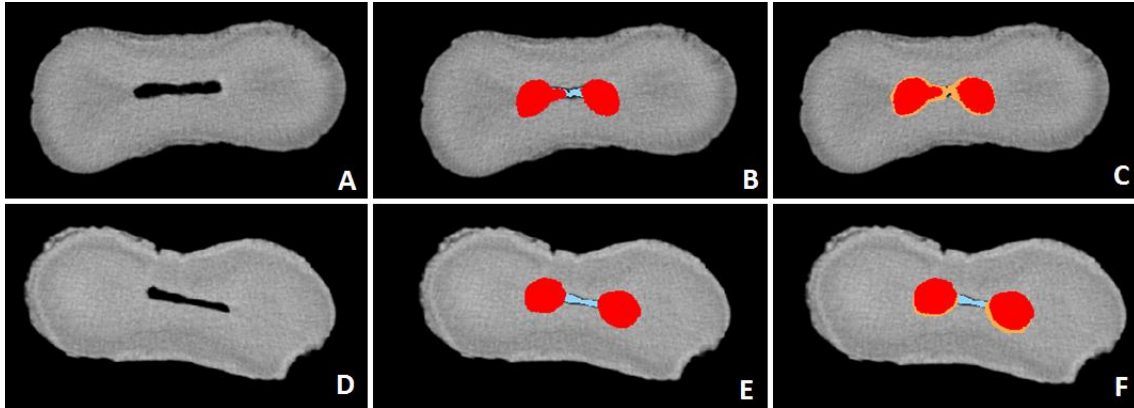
Cortes transversais representativos da anatomia inicial; canal preparado com debris acumulados; e canal preparado, debris remanescentes e debris removidos nos grupos Ácido fosfórico 37% (A, B e C) e EDTA 17% (D, E e F). (A e D) Anatomia inicial; (B e E) Canais radiculares instrumentados. Regiões detectadas como vazios (vermelho) e debris acumulados (azul) pela μ CT; (C e F) Canais radiculares após procedimento de remoção de smear layer. Regiões detectadas como vazios na imagem pós-instrumentação (vermelho), debris remanescentes (azul) e debris removidos (marrom) após procedimento de remoção de smear layer.
